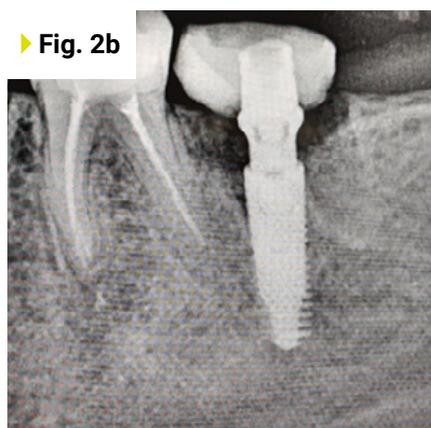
X-ray after implant placement
